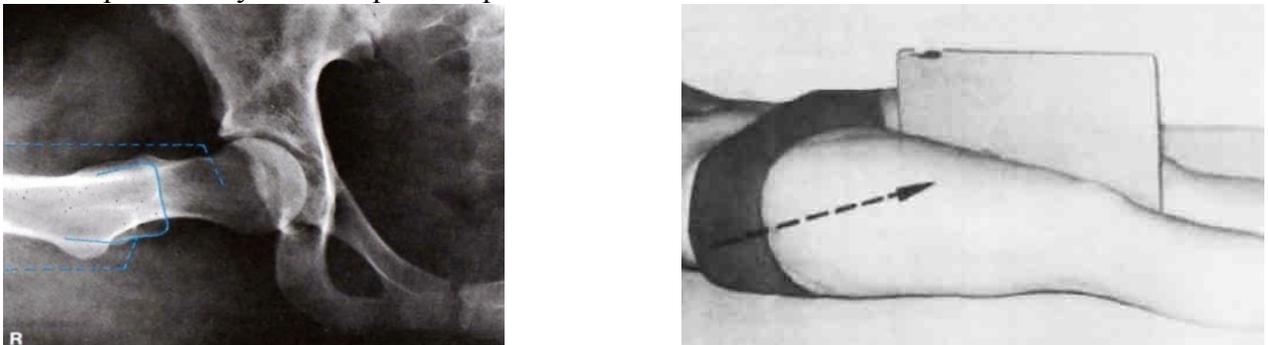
Укладка пациента для выполнения рентгенографического исследования тазобедренного сустава в аксиальной проекции
